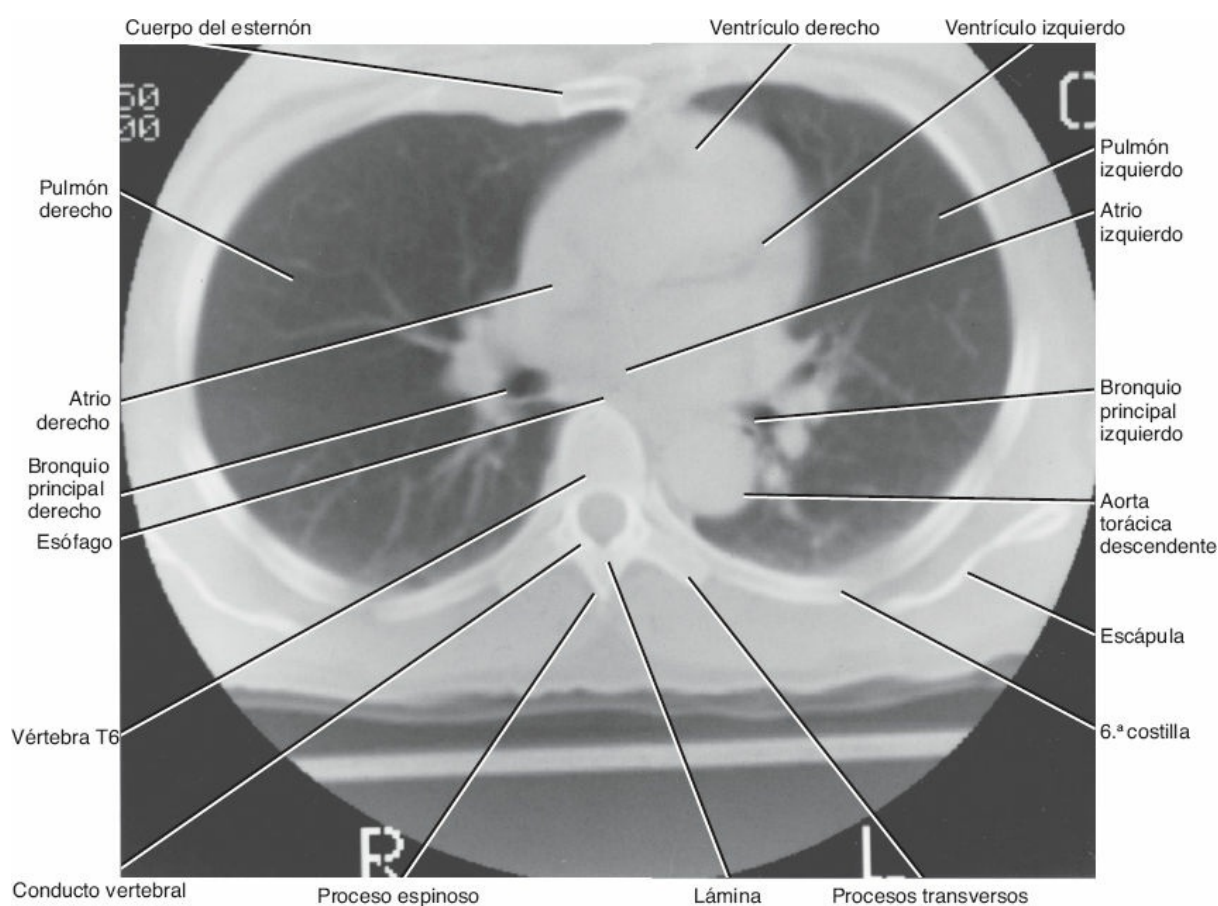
Tomografía computarizada de la porción media del tórax a nivel de la vértebra T6.
